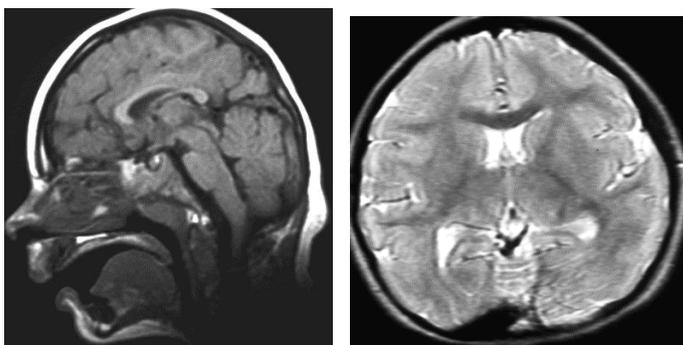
КТ головного мозга у ребенка 6 месяце с врожденной микроцефалией в сагиттальной и аксиальной проекциях. Череп маленьких размеров, кости свода утолщены, извилины головного мозга сглажены.
